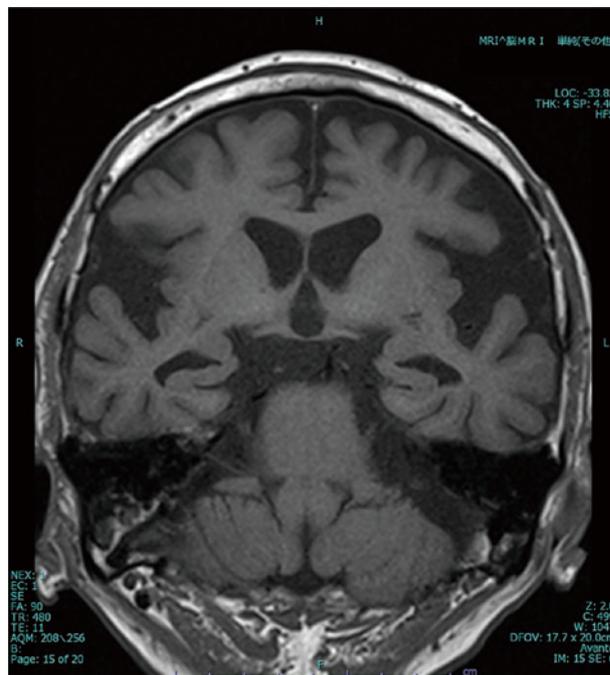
Coronal T1-weighted brain MRI section from the patient's first visit. Diffuse cerebral atrophy and slightly enlarged ventricles were displayed. The hippocampus had an atrophy of 1 on Scheltens' MTA scale (Scheltens et al., 1992).
